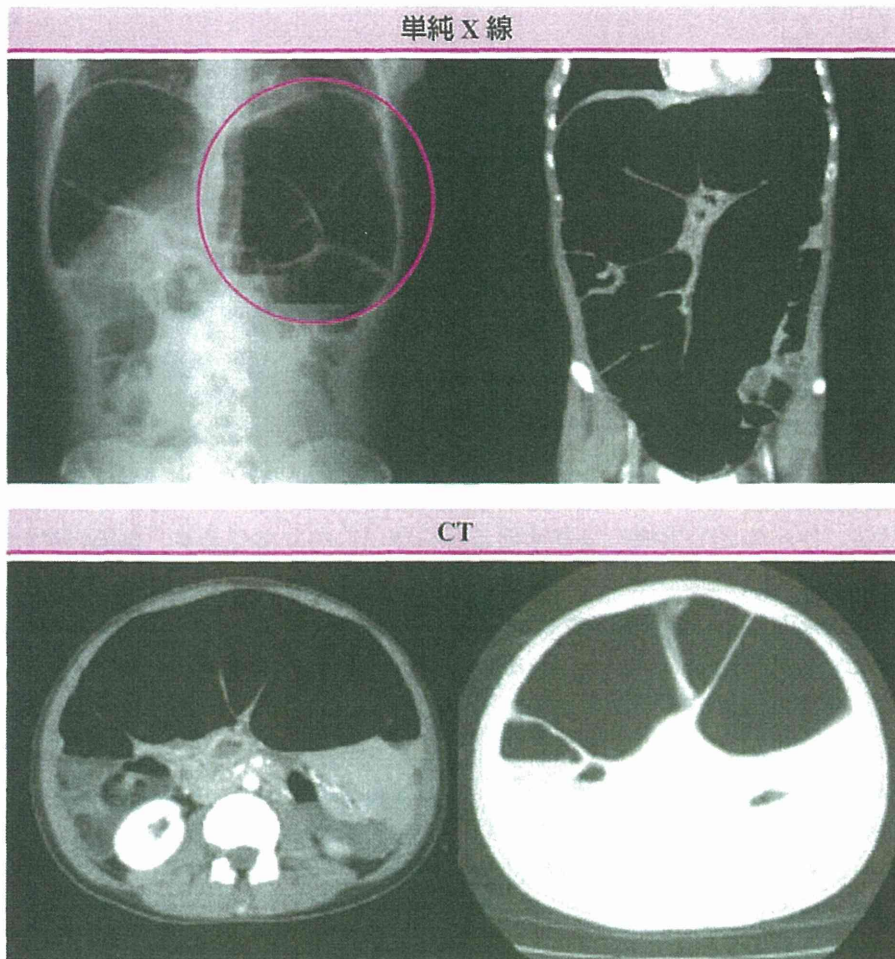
巨大結腸症の単純 X 線所見および CT 所見
